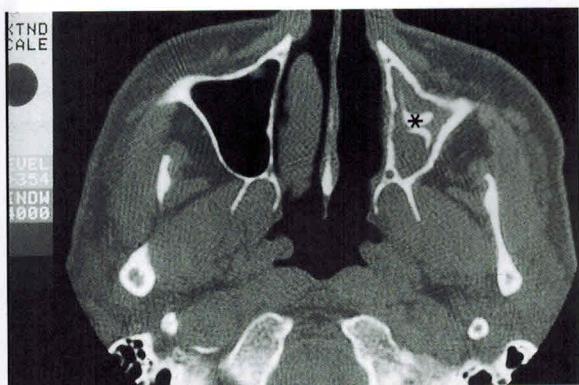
Оставшийся в левой верхнечелюстной пазухе костный фрагмент (*) привёл к формированию гранулёмы и персистирующему мукозите (аксиальная КТ).
